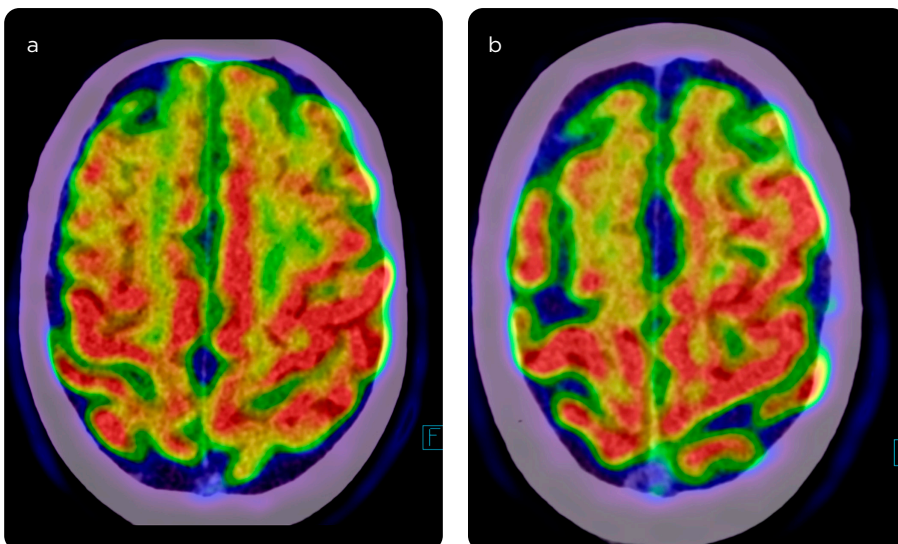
a, b) Cortes axiales de imagen de ^{18}F -FDG-PET/TC que muestran áreas de hipometabolismo en la corteza frontal bilateral, de predominio derecho.
